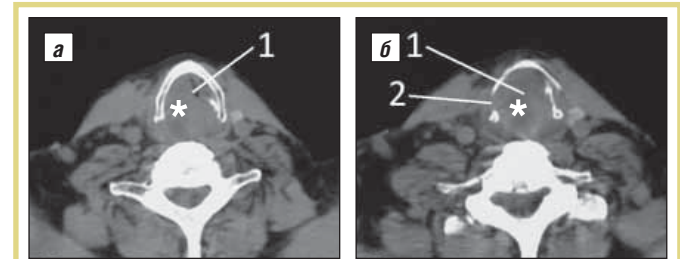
КТ гортани; 1 – обтурация просвета гортани опухолью; 2 – деструкция хрящей гортани; * – опухолевая ткань; а – уровень голосовых складок; б – подскладочный уровень
